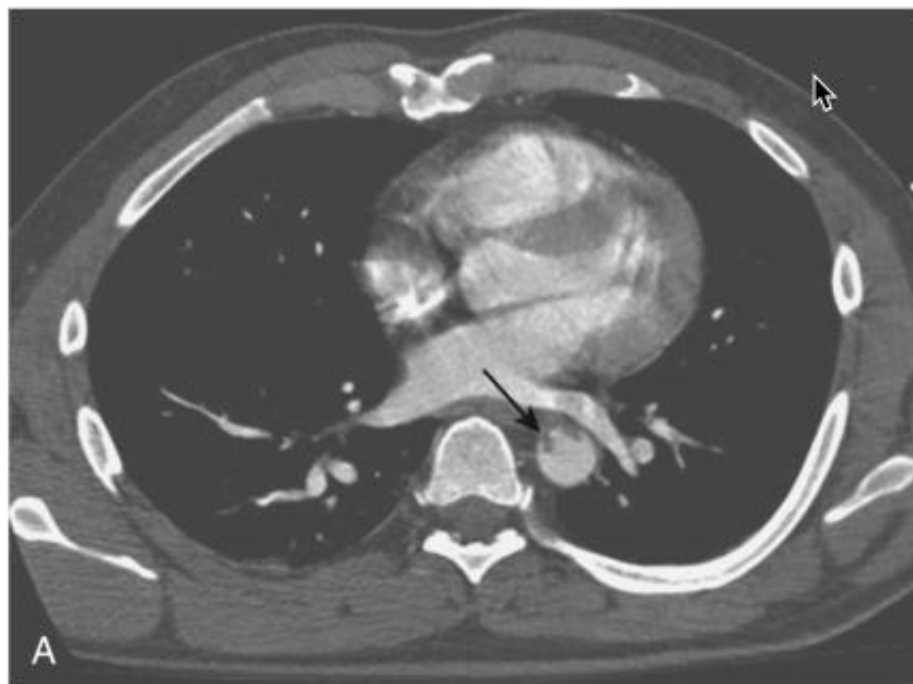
A and B, Computed tomographic angiography images in the axial and coronal plane obtained after blunt chest trauma demonstrate an intimal tear (*arrows*) in the mid descending aorta without extravasation or surrounding hematoma. (Courtesy Dr. Daniel J.A. Margolis, David Geffen School of Medicine, University of California–Los Angeles, Los Angeles, CA.)
